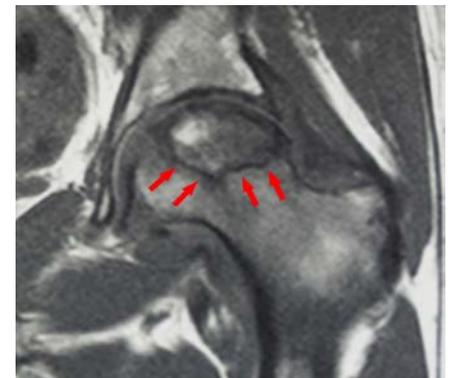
Resonancia magnética de una cadera con osteonecrosis; las flechas delimitan la zona ósea afectada en forma de cuña.
